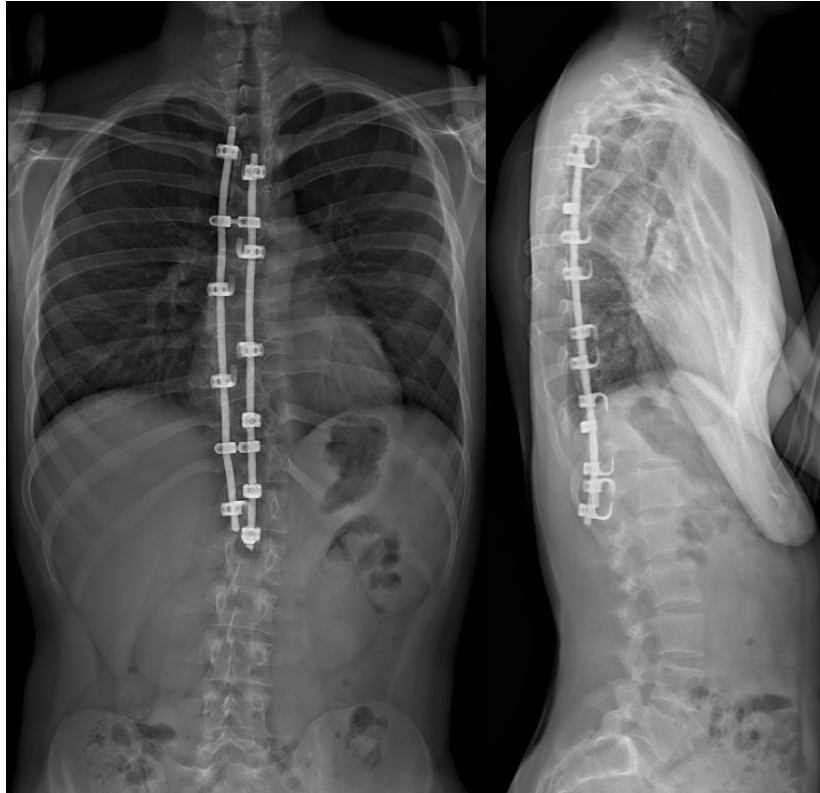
Radiographie de face et de profil d'un Montage CD
